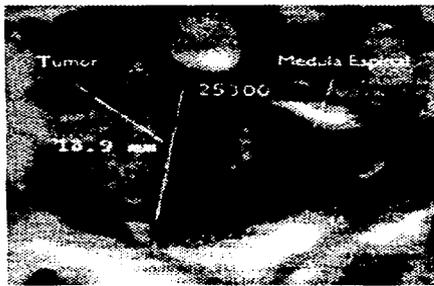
RMN en corte axial a nivel de C1-C2, que muestra el tamaño de la lesión y la compresión de la médula espinal.
